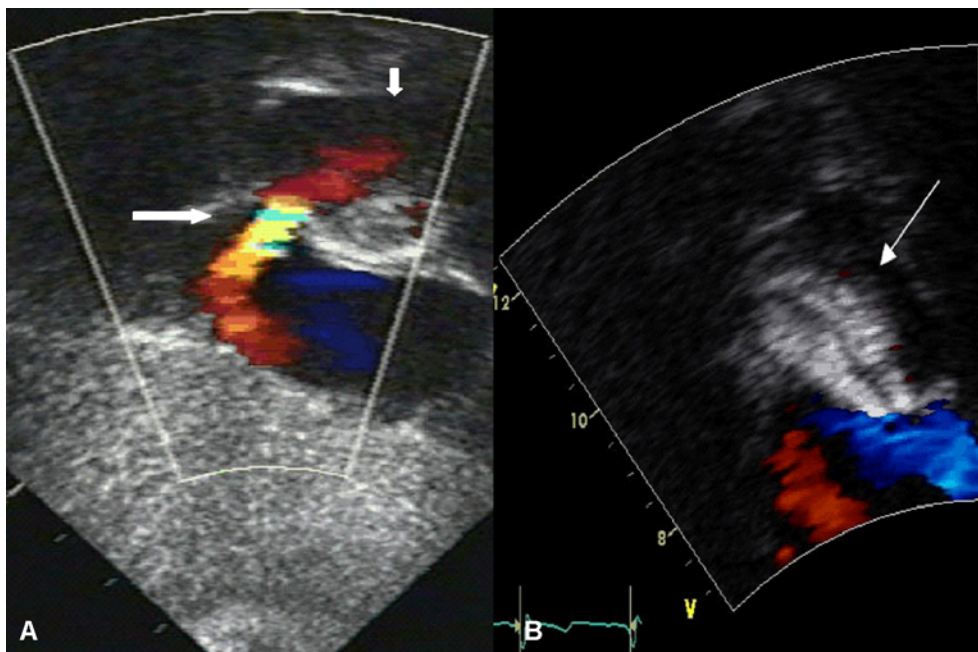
A) Transthoracic echocardiography showed residual shunt (long arrow) through another small atrial septal defect (2-3 mm sized) at 1 month after implantation of ASDO (short arrow). B) The residual shunt was not visible on transthoracic echocardiography at 6 months after implantation of ASDO (arrow).
